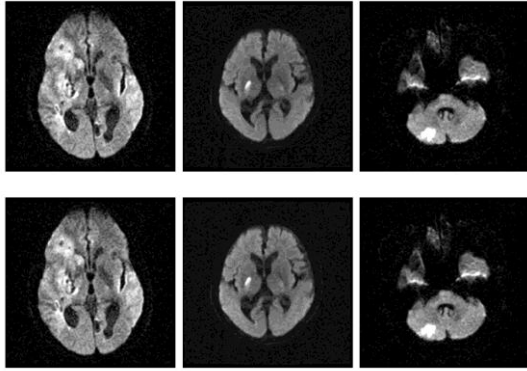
3例のMRI-DWI症例の比較. 上段は手動方法により調節されたMRI-DWI, 下段はASIST-Japanの考案方法を自動化させた本手法により調節されたMRI-DWIである.
